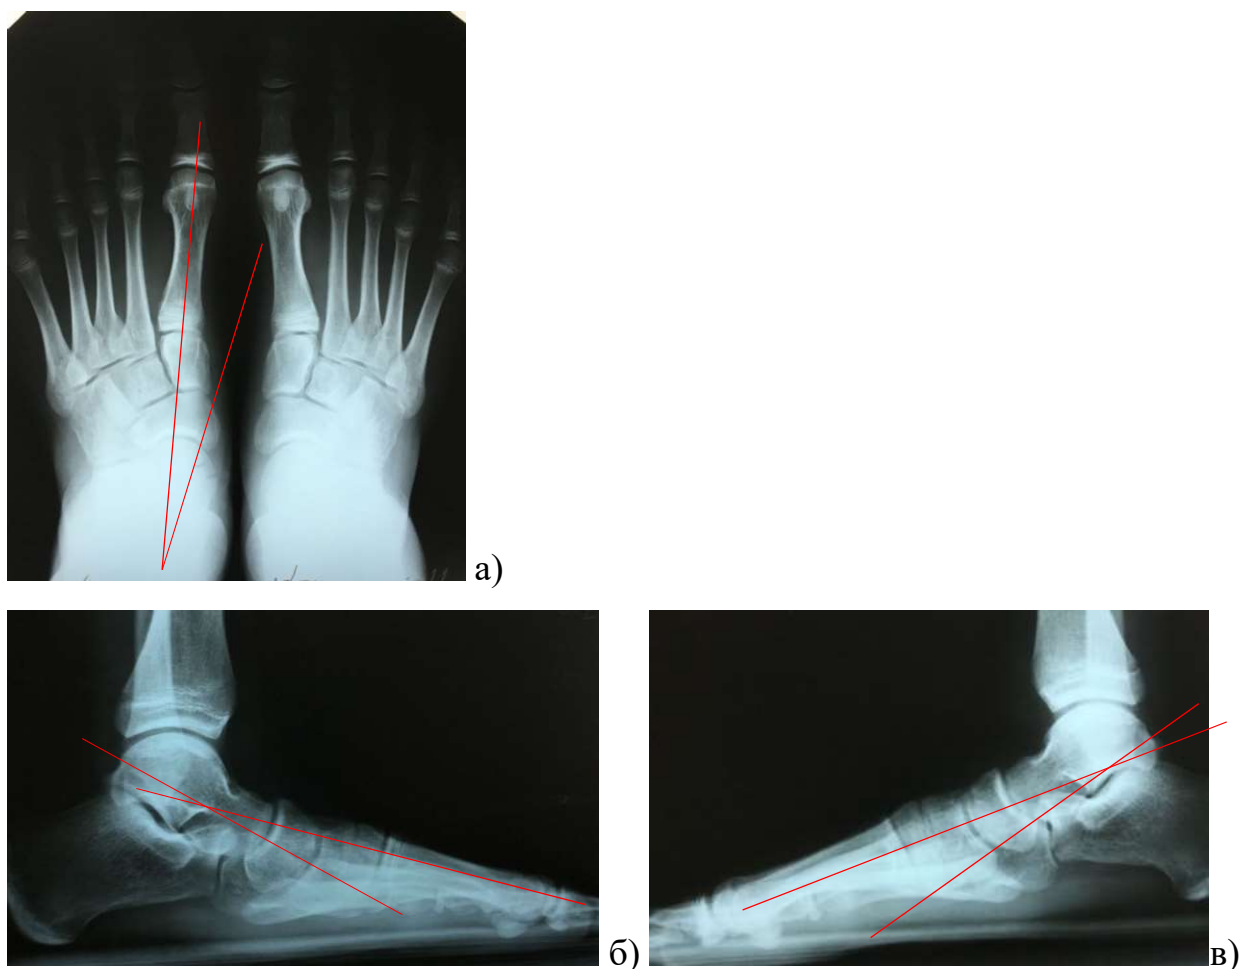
Фотовідбитки рентгенограм х-го 12-ти років до хірургічного лікування: а) передньо-задня проекція; б-в) бокова проекція.
